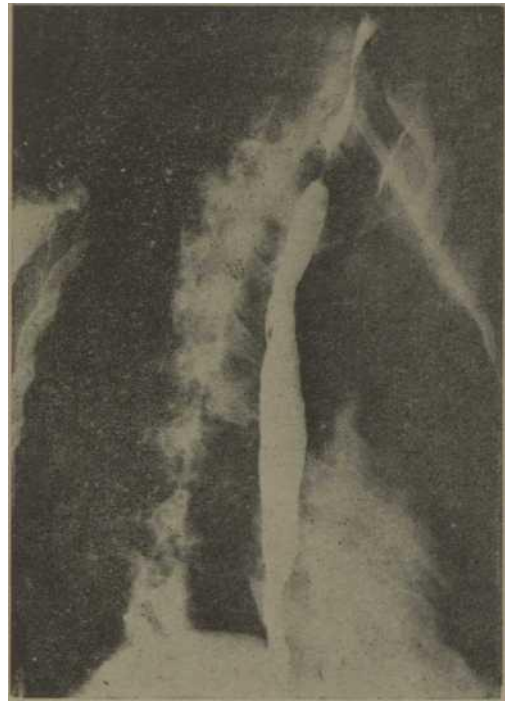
Radiografía de esófago. Puede apreciarse el calibre normal d el esófago después de las dilataciones con las sondas de Jackson y con las de fiard hasta un calibre No. 34.
